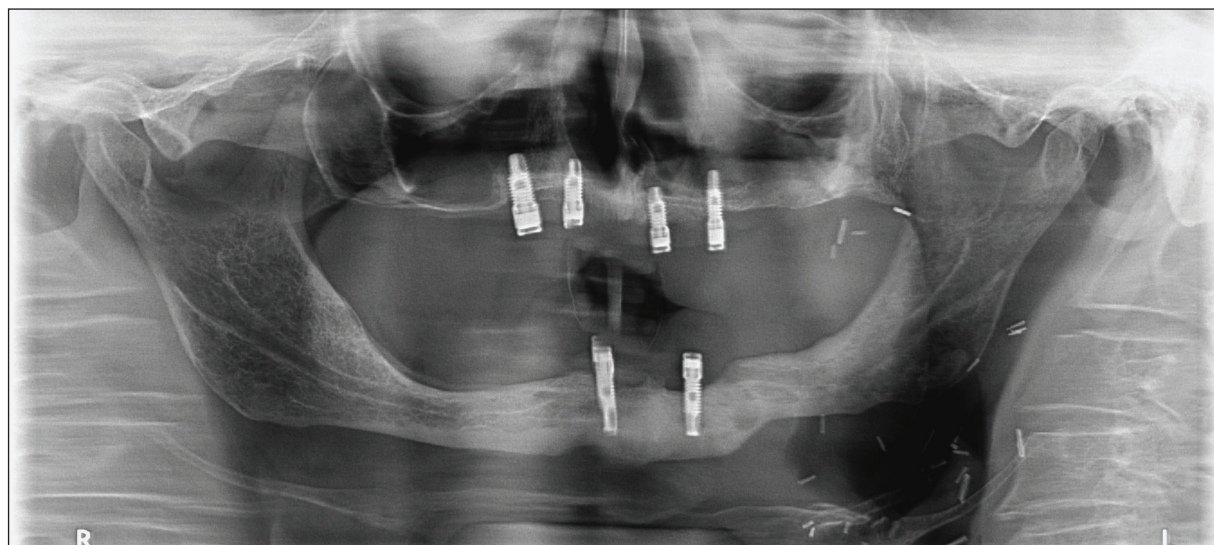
A dental panoramic radiograph – the situation after prosthodontic treatment.
